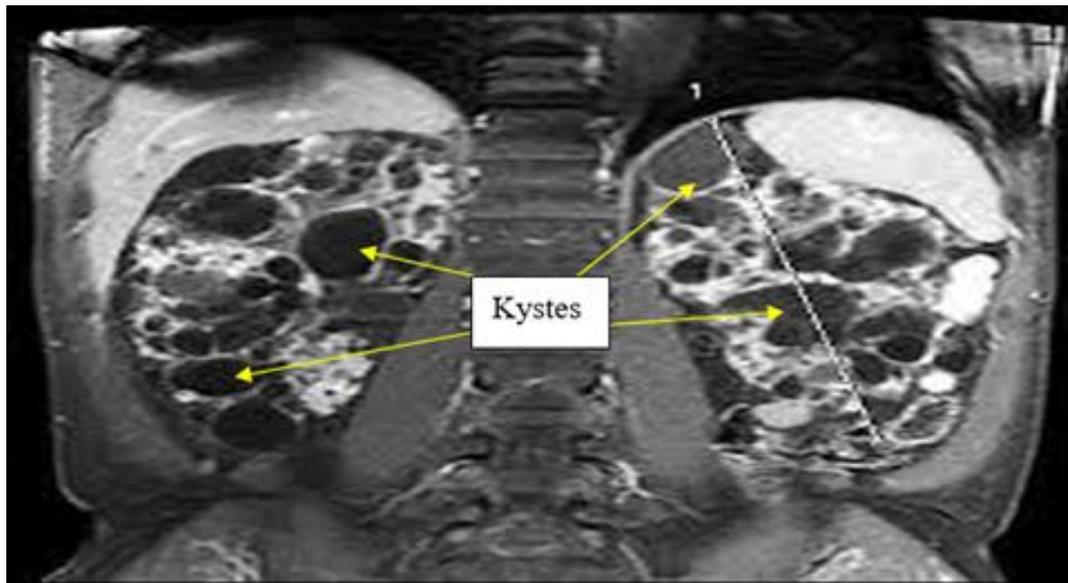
IRM d'un rein polykystique (Levy et al., 2001)
